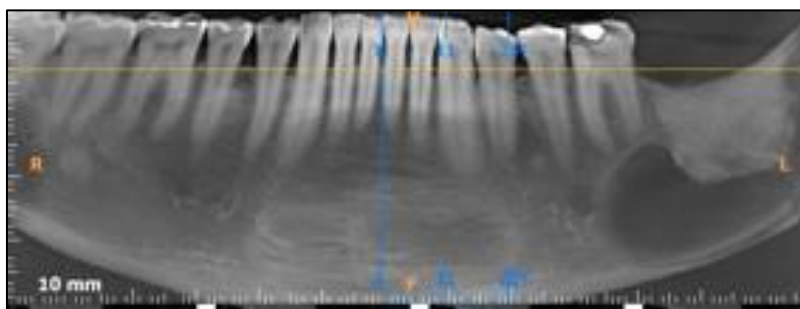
Tomografia computadorizada fevereiro 2022.
